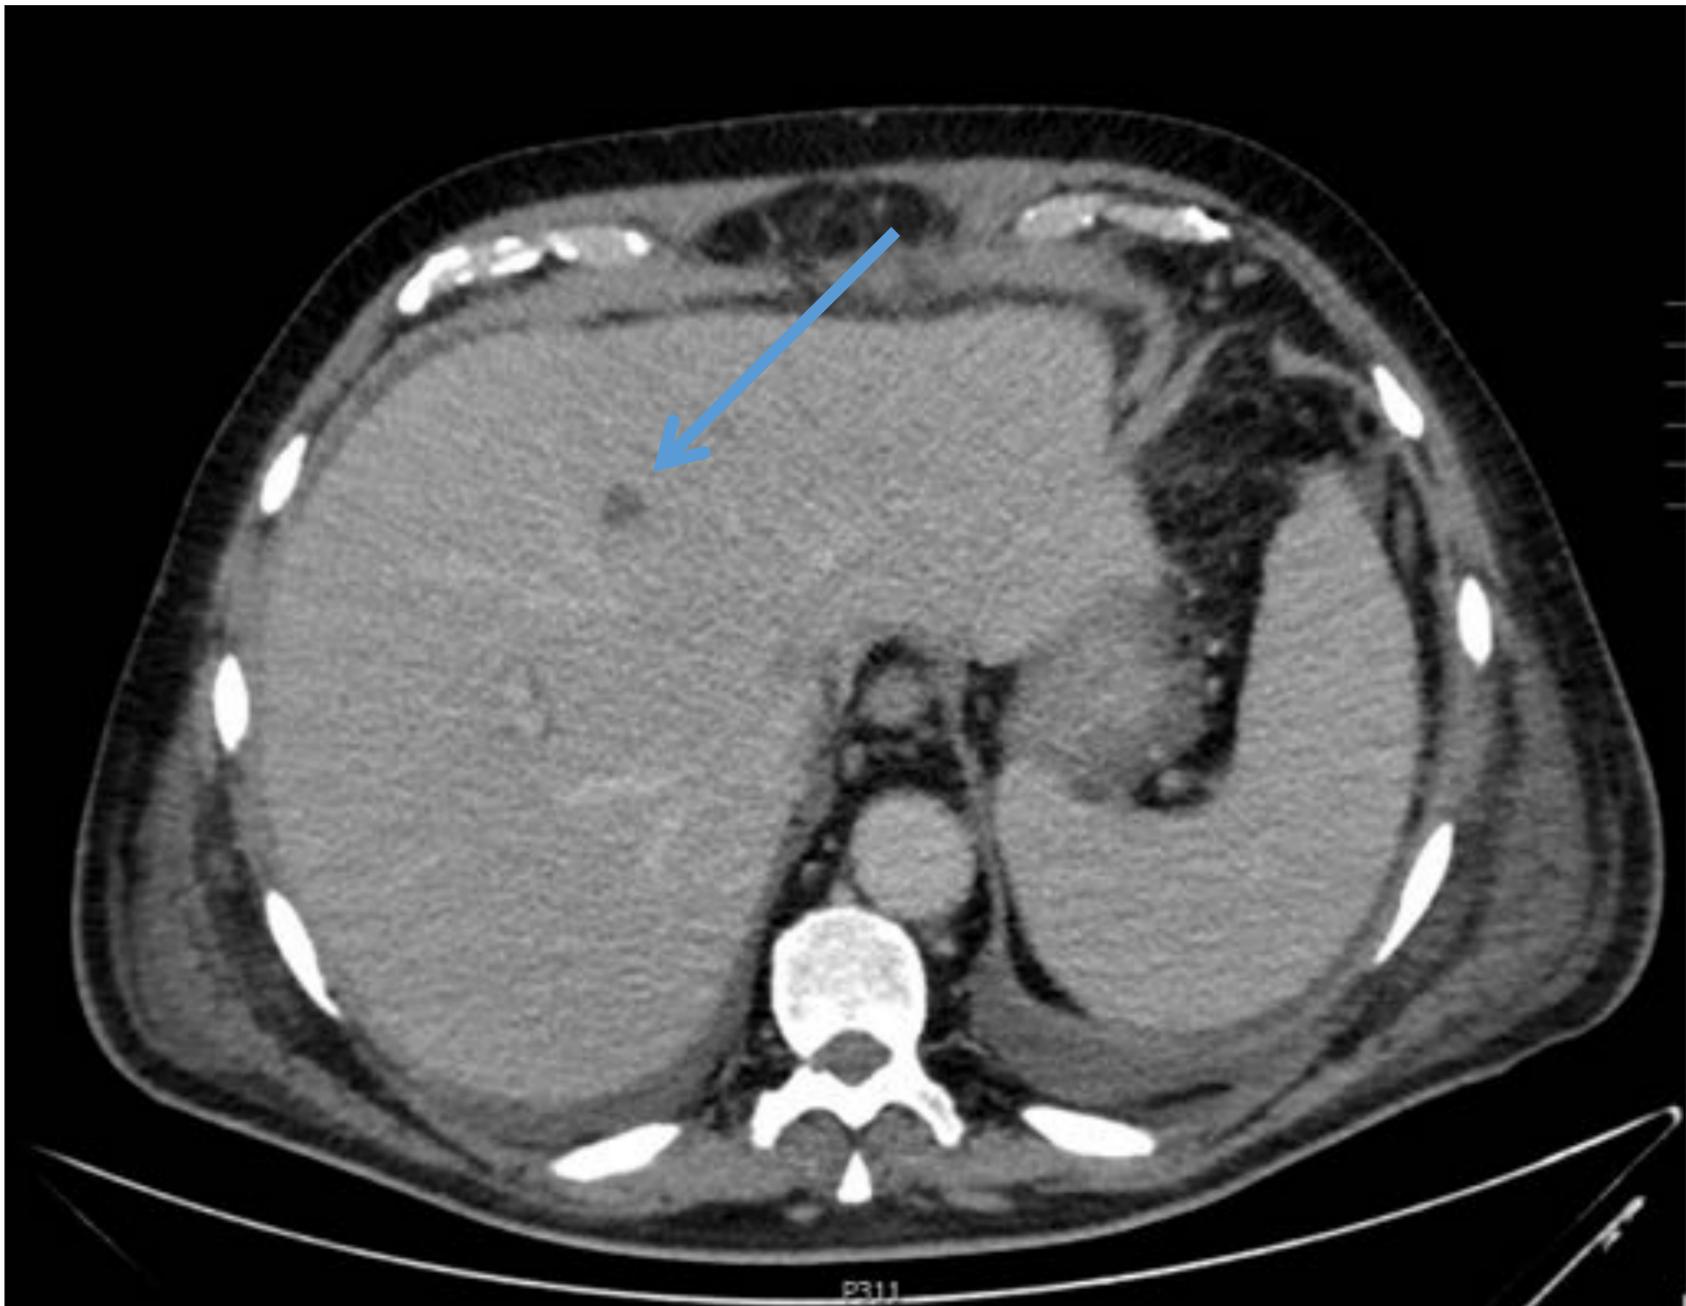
A) Imagen de una TC axial donde se muestra un la repermeabilización de la vena umbilical (flecha azul) en un paciente con hepatopatía. B) Reconstrucciones MIP del mismo paciente donde se observa la vena umbilical repremabilizada en todo su trayecto.
